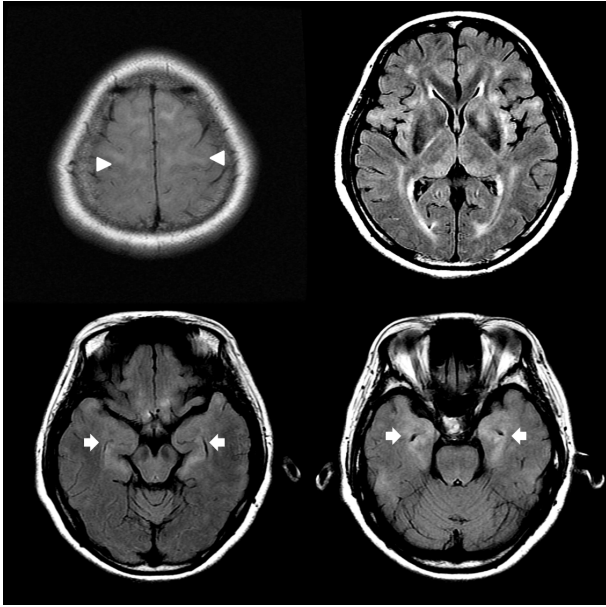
Follow up brain magnetic resonance images on hospital day 39. Follow up fluid attenuated inversion recovery (FLAIR) images showed increased high signal intensity lesions of bilateral hippocampus (arrow) and additional high signal intensity lesions of bilateral medial thalamus, basal ganglia, periventricular white matter, and juxtacortical white matter (arrow head).
